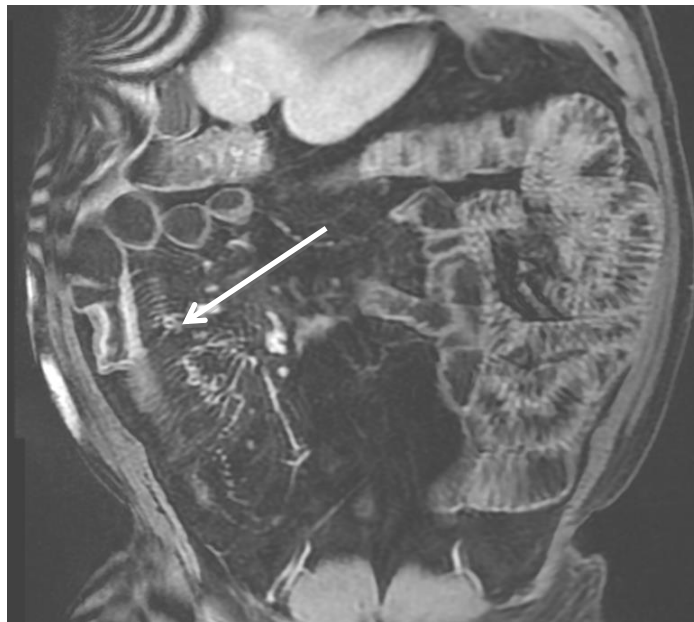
IRM, séquence pondérée en T1 après injection en coronal. Signe du peigne.
